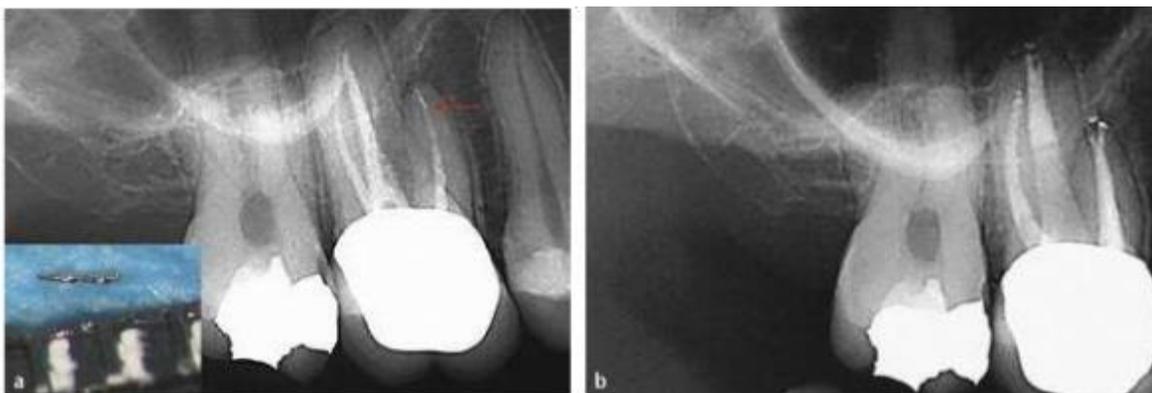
a) instrumento fracturado y obturación deficiente, b) Se logró la extracción completa del fragmento sin extrusión periapical. Recuperado de: [https://www.elsevier.es/es-revista-quintessence-9-pdf-](https://www.elsevier.es/es-revista-quintessence-9-pdf-S0214098512000359)
